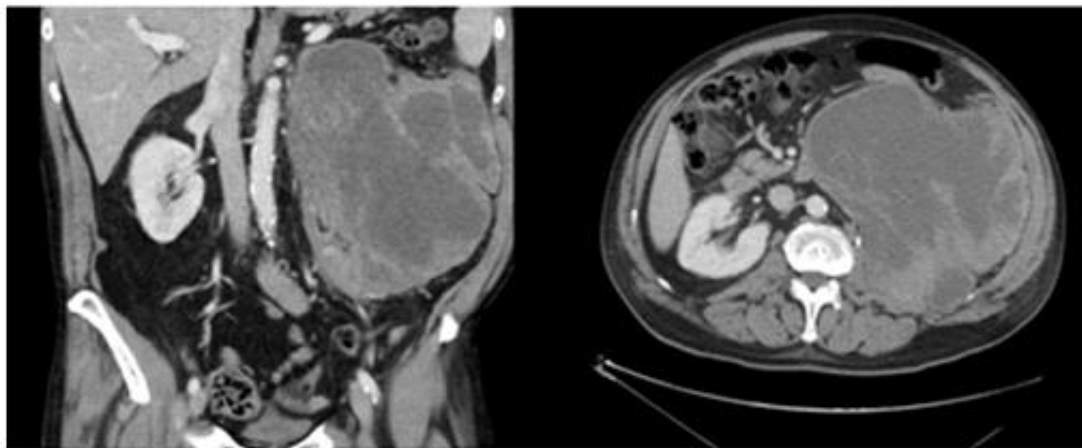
Tomografía computarizada a los 5 meses de la cirugía: se observa una gran masa de 15 x 17 x 17 cm, con áreas hipodensas, sugerentes de recidiva local.
